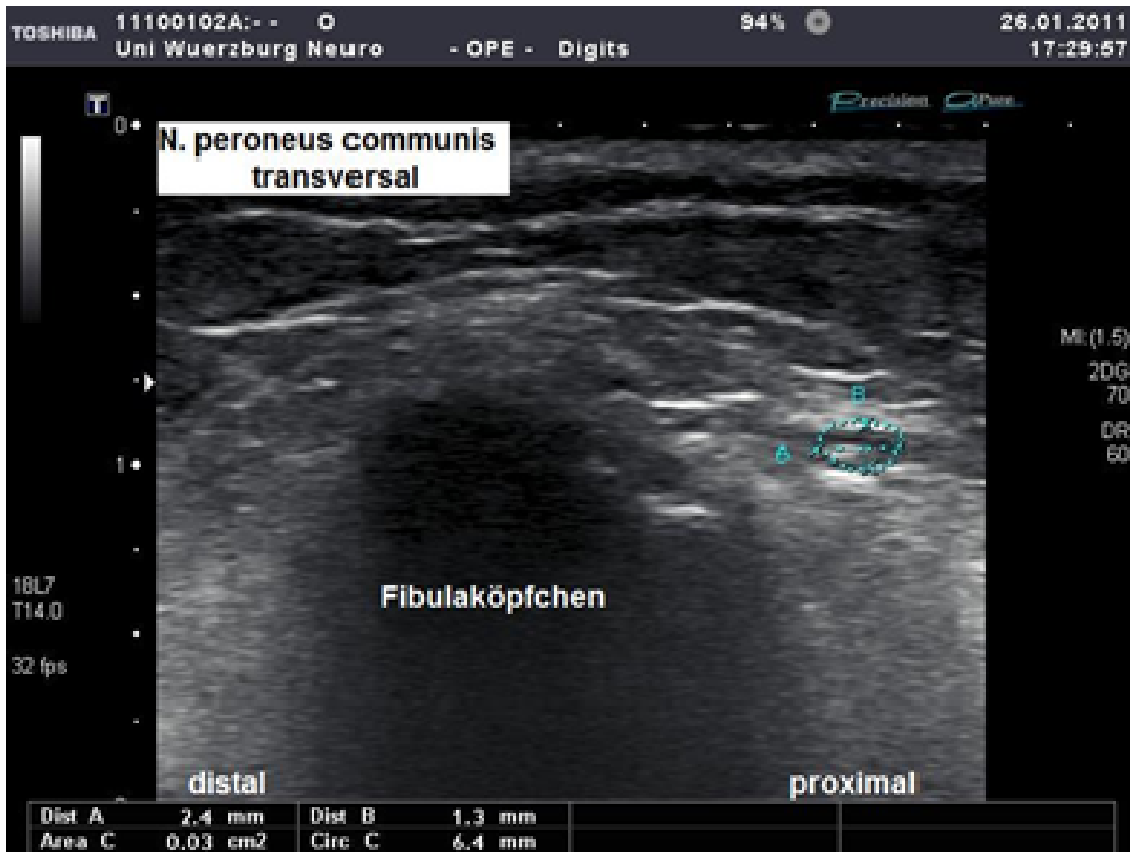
Sonographische Darstellung des N. peroneus communis im Transversalschnitt
